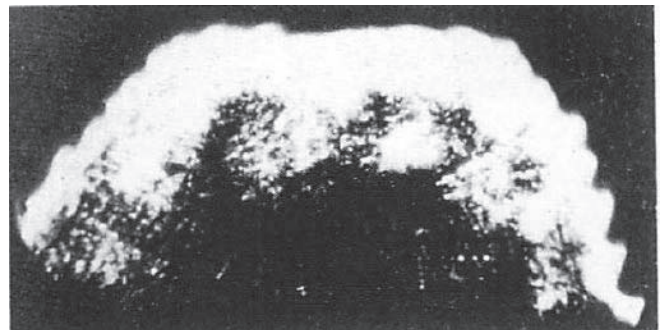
肝硬変による大量の腹水. 腸管ループ間の液体のため, 超音波ビームは腹部により深く透過しうる.
